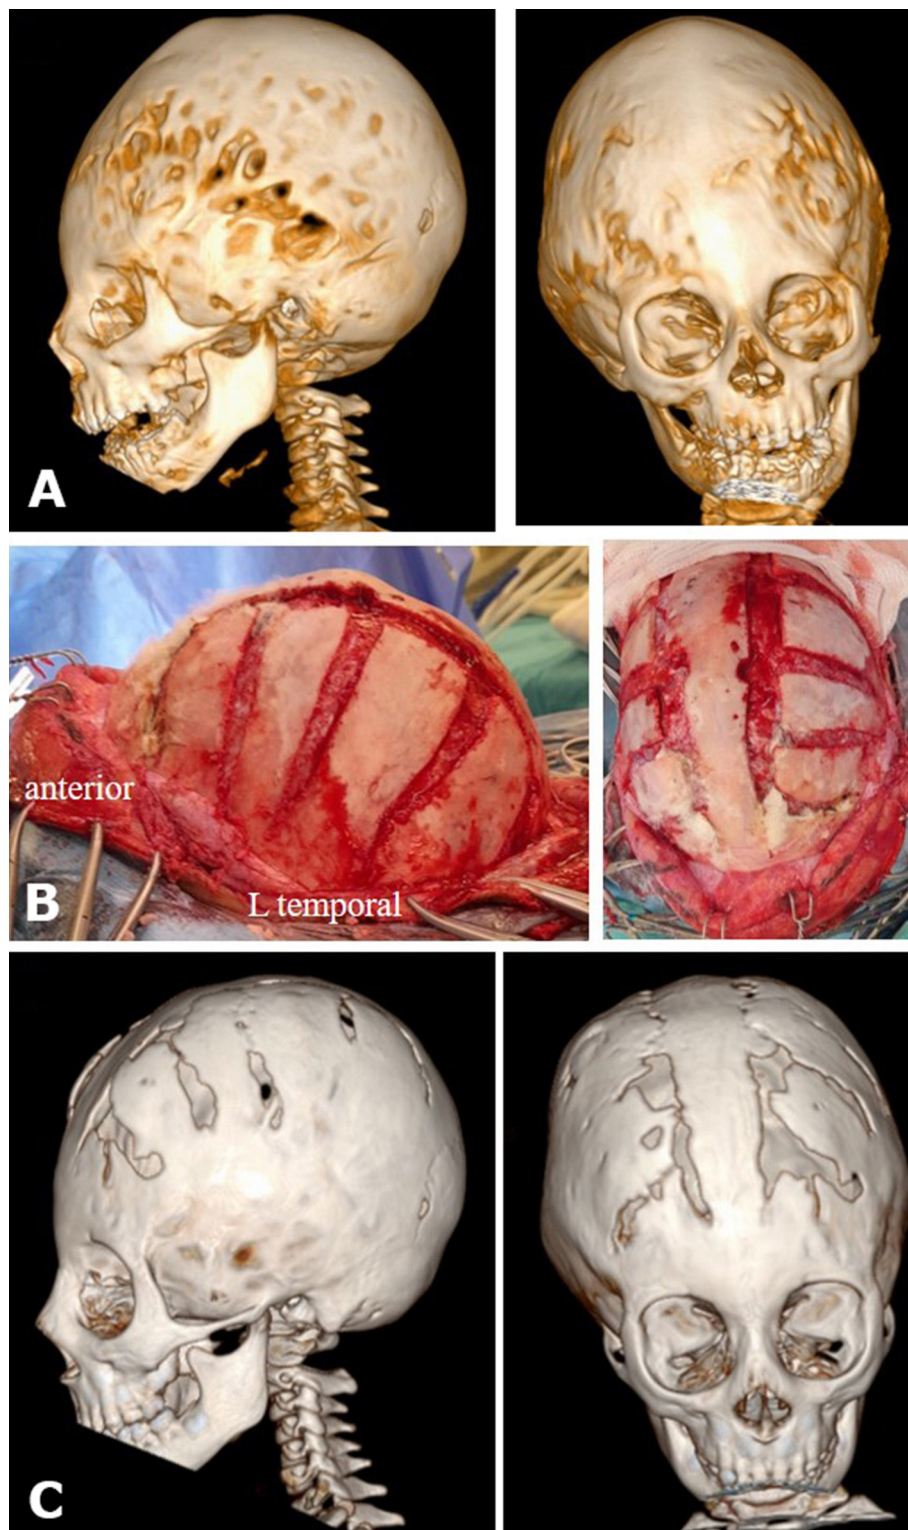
3D head computed tomography, lateral and anterior views; fusion of the bilateral coronal, metopic, and sagittal sutures with signs of increased intracranial pressure with copper beaten appearance.
